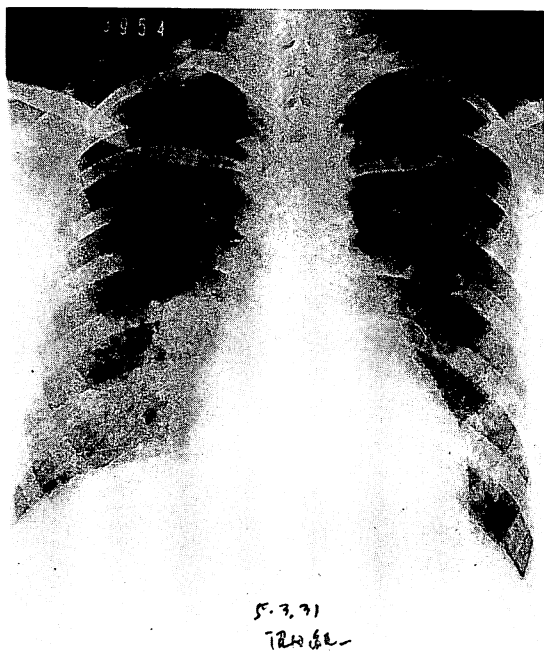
Chest roentgenogram (P-A view) on March 31, 1975.
